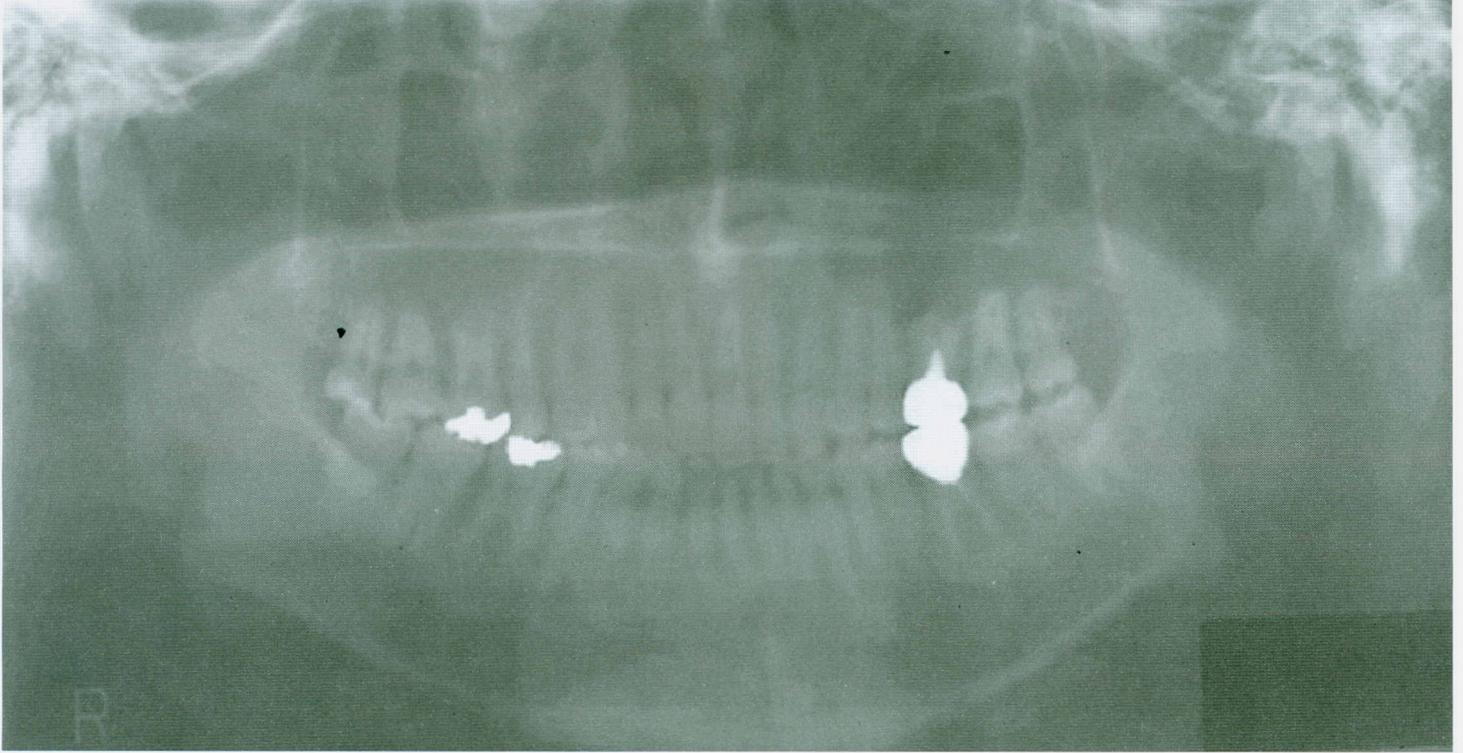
Radiografia panorâmica antes do tratamento (28 anos e 3 meses).
